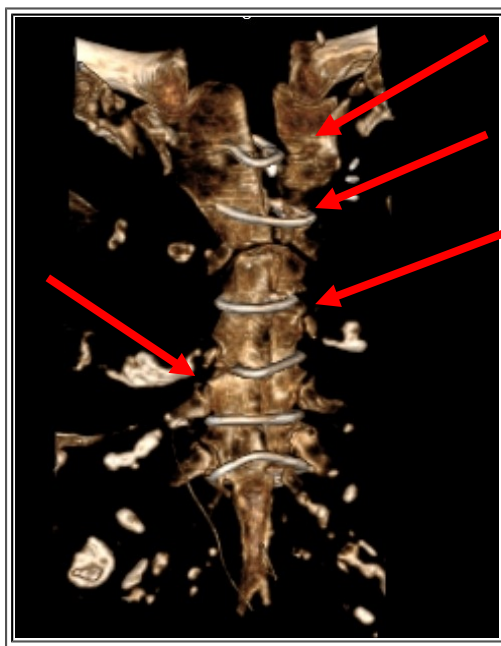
Множественные переломы и разрезы грудины проволоочными швами (указаны стрелочками). 3D-реконструкция КТ грудины, 3 месяца после операции
